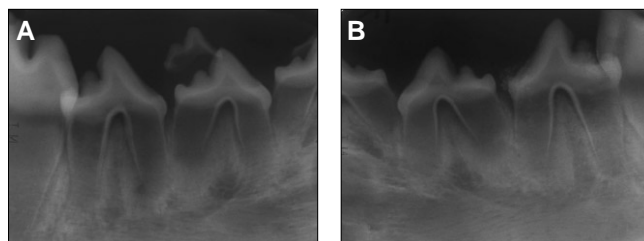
Periapical radiographs taken 4 weeks after treatment. A. Control side. B. Experimental side.
